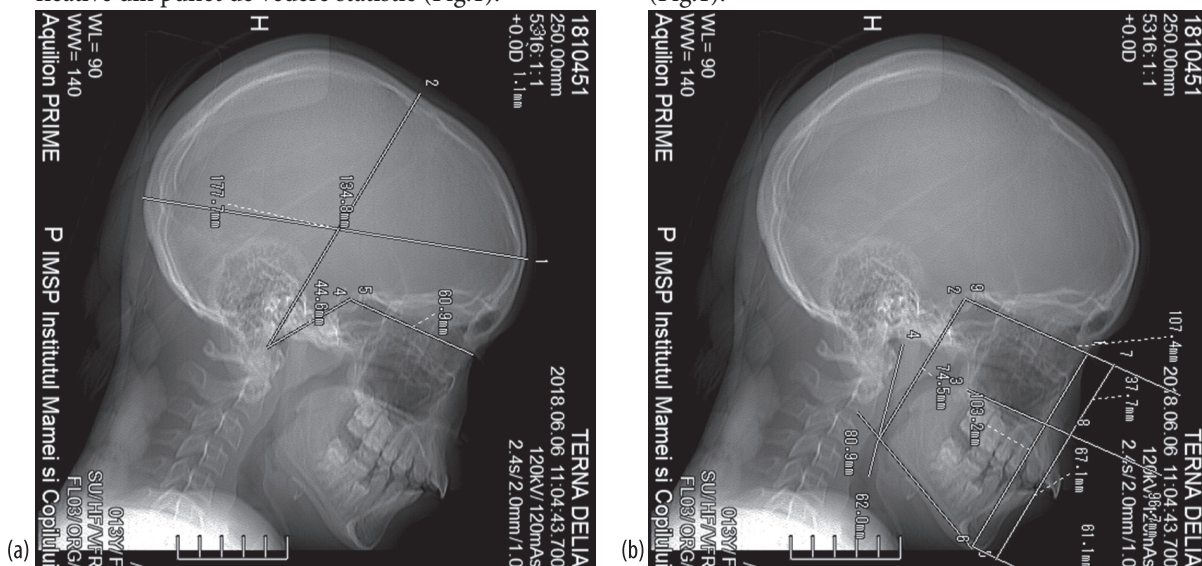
Tomografia computerizată pe secțiune sagitală al pacientei Ternă Delia, 13 ani cu anomalii dento-maxilară clasa II Angle asociată cu treapta sagitală și paraliza cerebrală infantilă (parametrii cranieni-a și parametrii faciali-b)
